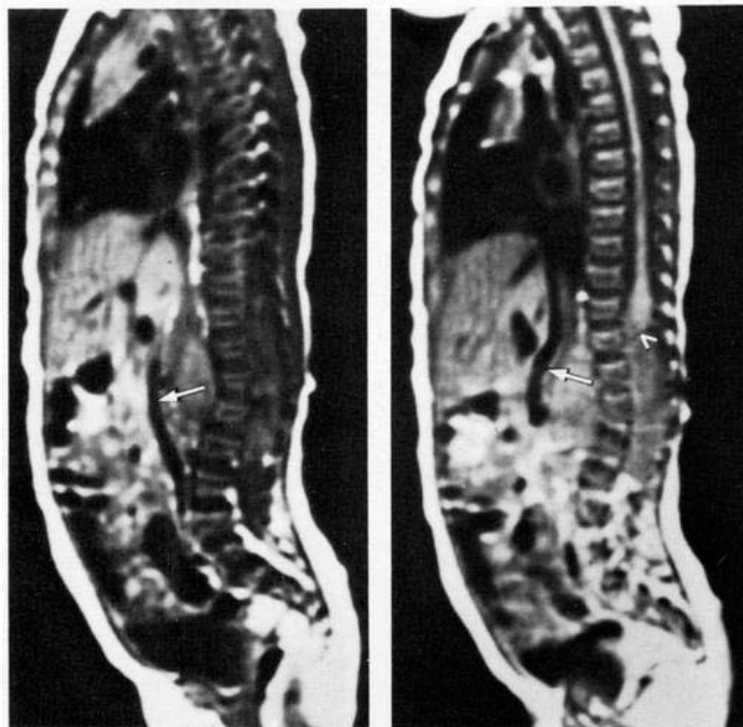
Nourisson de 3 mois. Neuroblastome lombaire. IRM en coupes sagittales pondérées en T1 : masse prévertébrale refoulant la veine cave inférieure en avant (flèche). Composante tumorale intrarachidienne extradurale comprimant le cône terminal (tête de flèche) [24].
